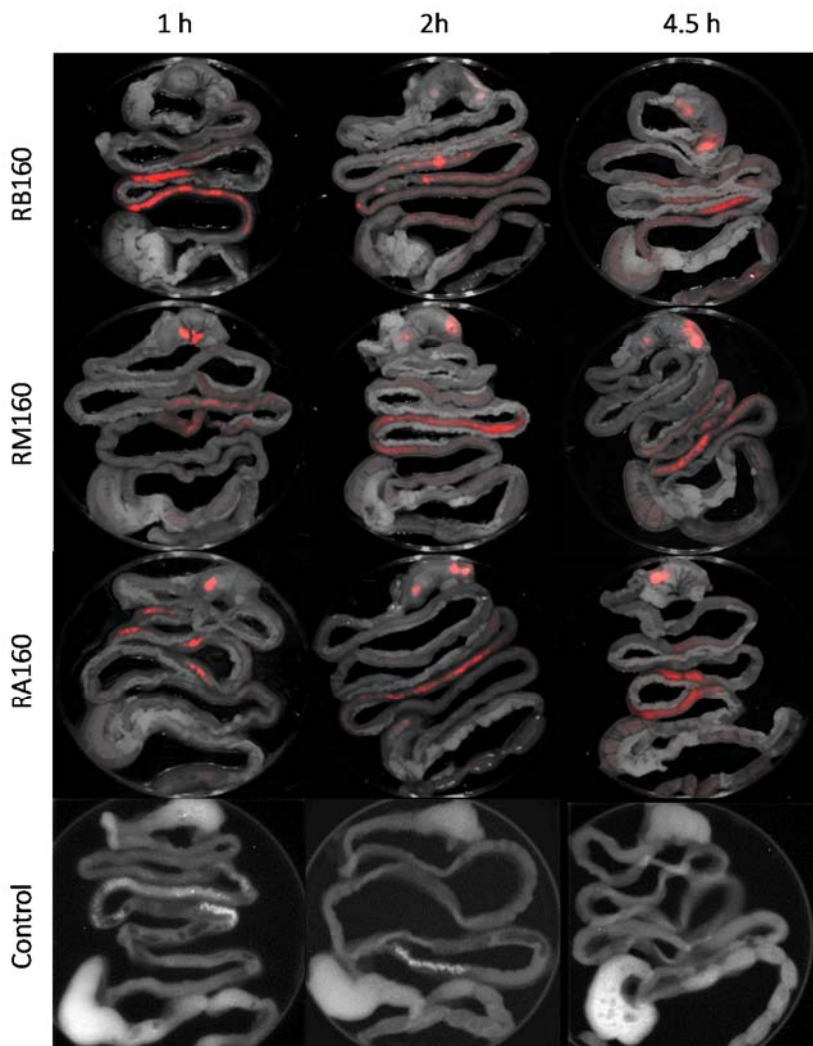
IV.24. Imágenes de fluorescencia de las formulaciones RB160, RM160, RA160 y de rayos X del sulfato de bario tras 1 h, 2 h y 4.5 h de la administración oral
